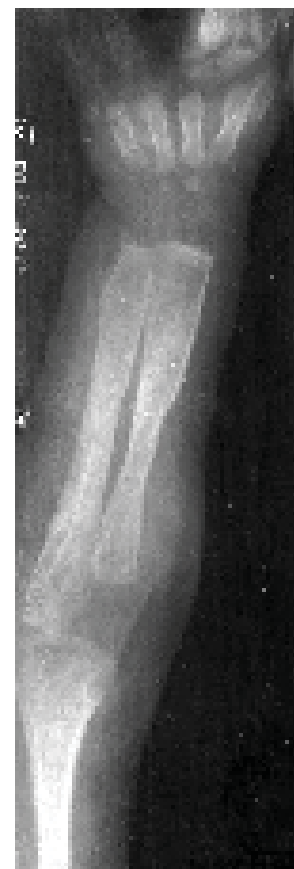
41. Boală Caffey, 4 luni. Radiografie antebraț.
